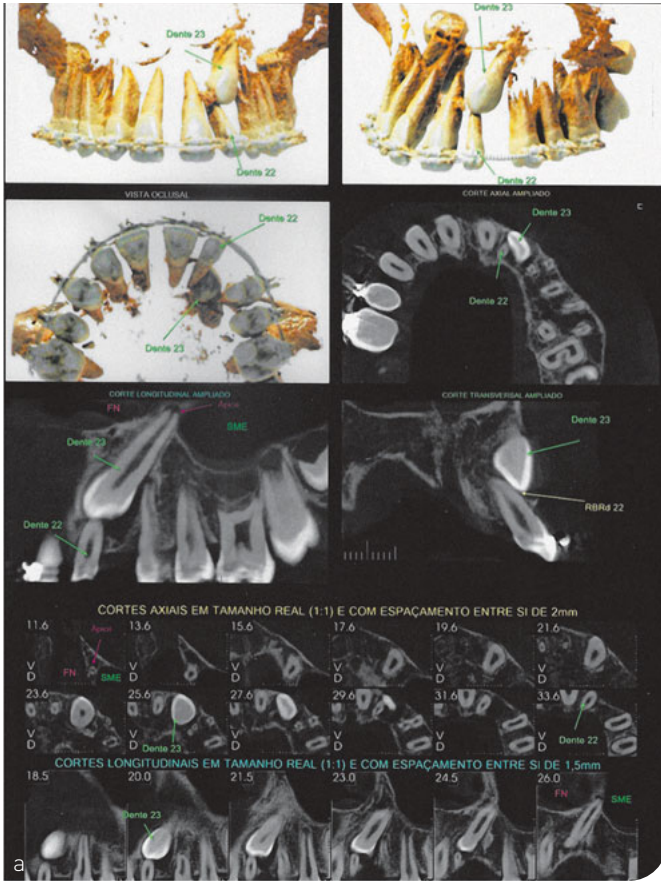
bis c Beispiel für Digitale Volumentomografie (DVT) in der Kieferorthopädie, hier bei einem verlagerten Eckzahn 23.
